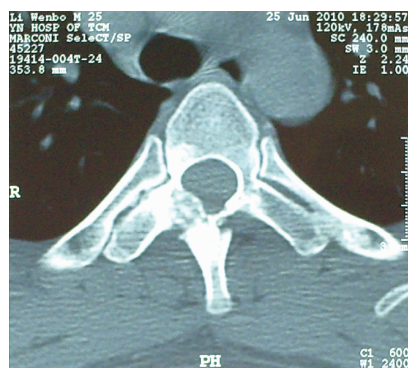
T<sub>4</sub> 薄层 CT 扫描
